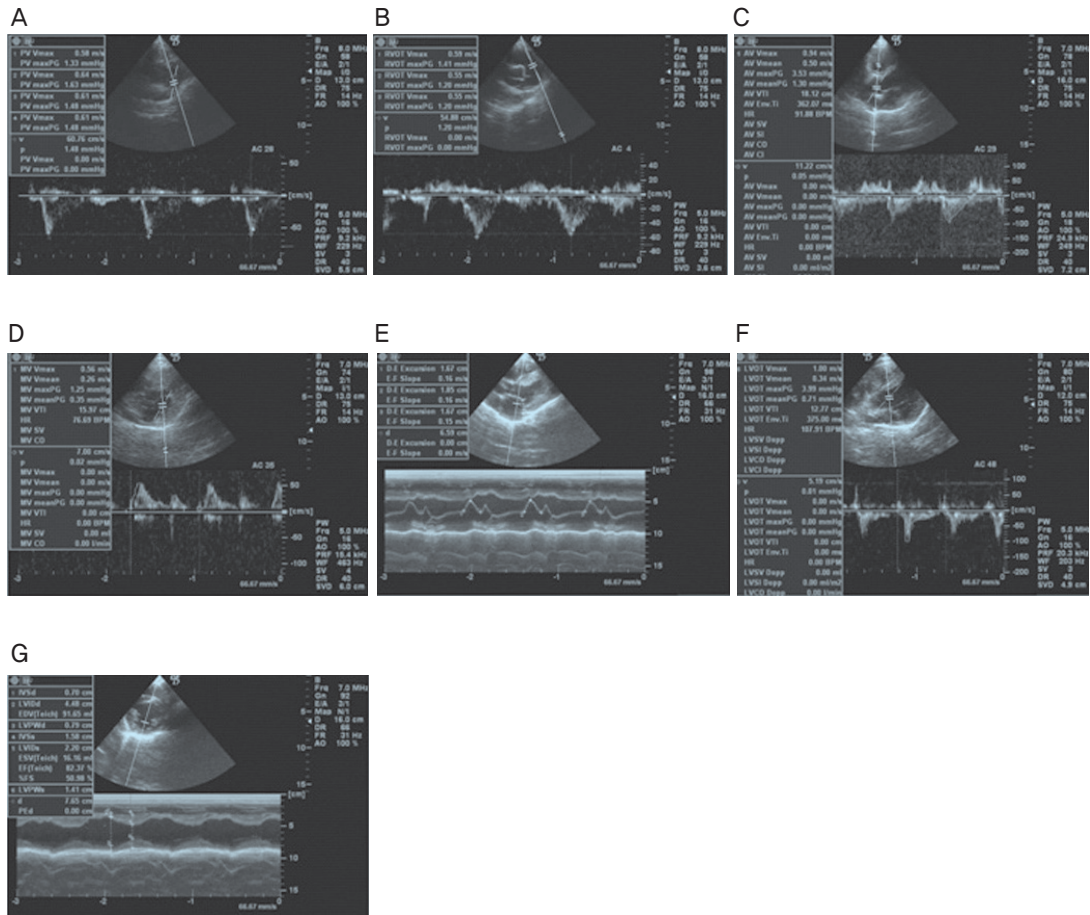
Representative images of echocardiography. A: pulmonic valve trace, B: right ventricle trace, C: aortic valve trace, D, E: mitral valve trace, F, G: left ventricle trace.
